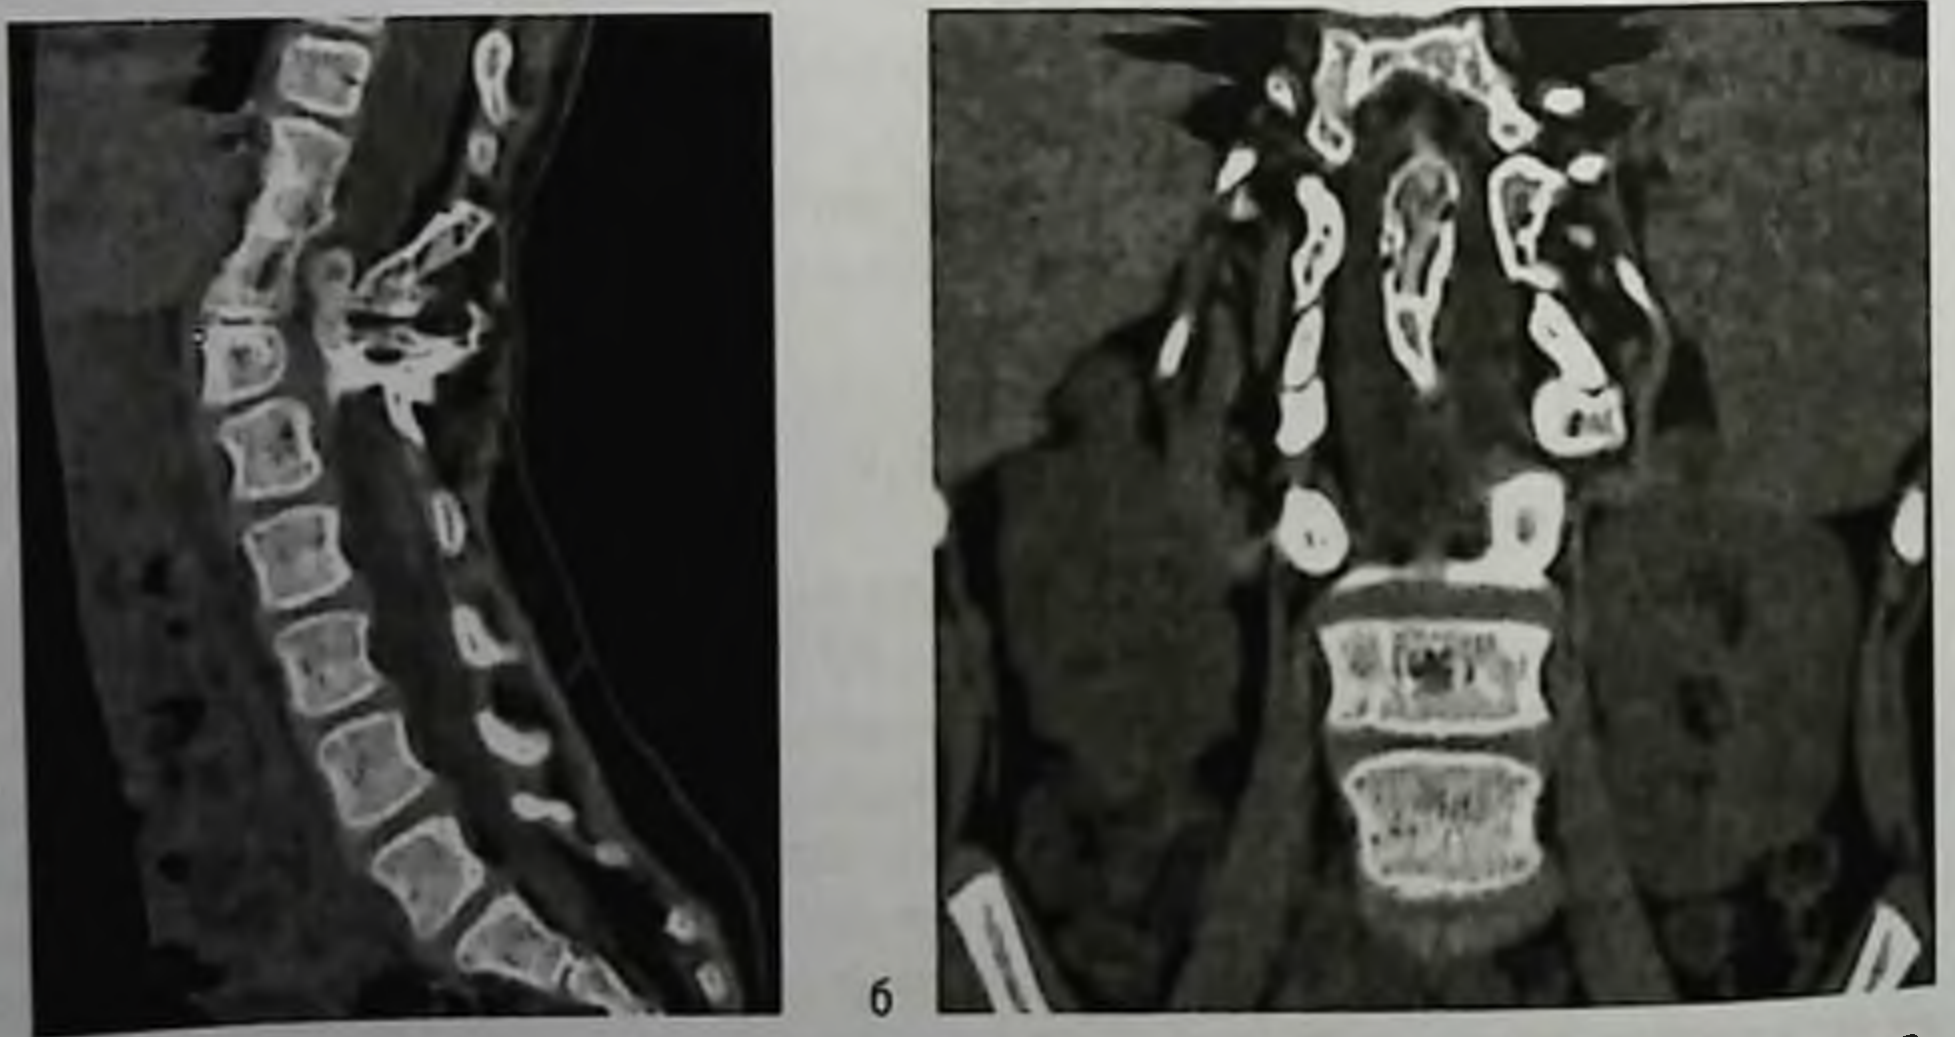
Диастематомия на уровне позвонков $Th_{12}-L_1$. Компьютерная томограмма, трехмерная реконструкция в проекциях: а — сагиттальной; б — фронтальной. Виден порок развития позвоночника и спинного мозга — костный выступ, приводящий к разделению спинного мозга на две половины
